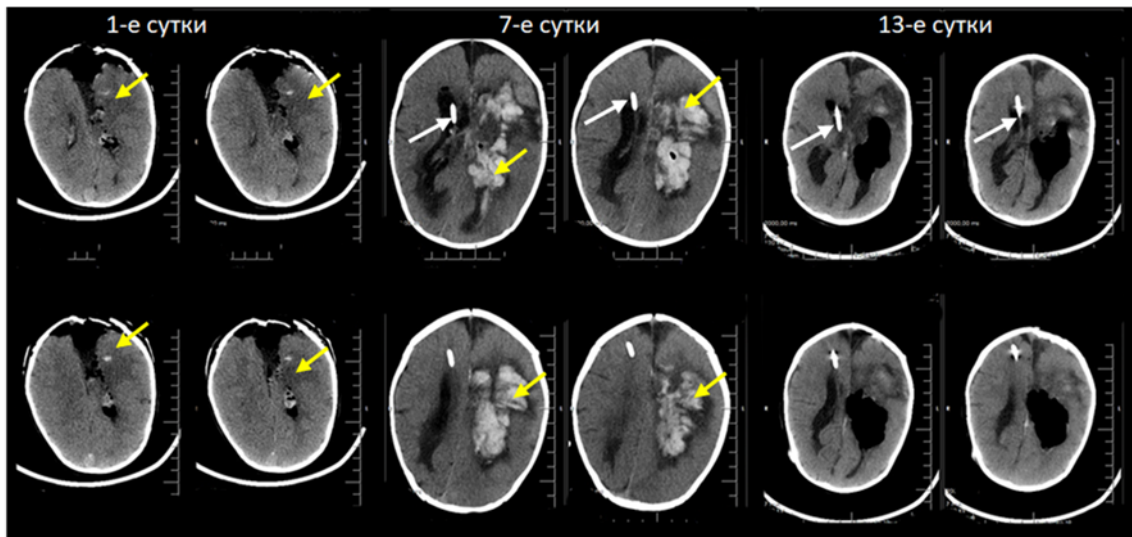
Картина динамика по данным КТ:
